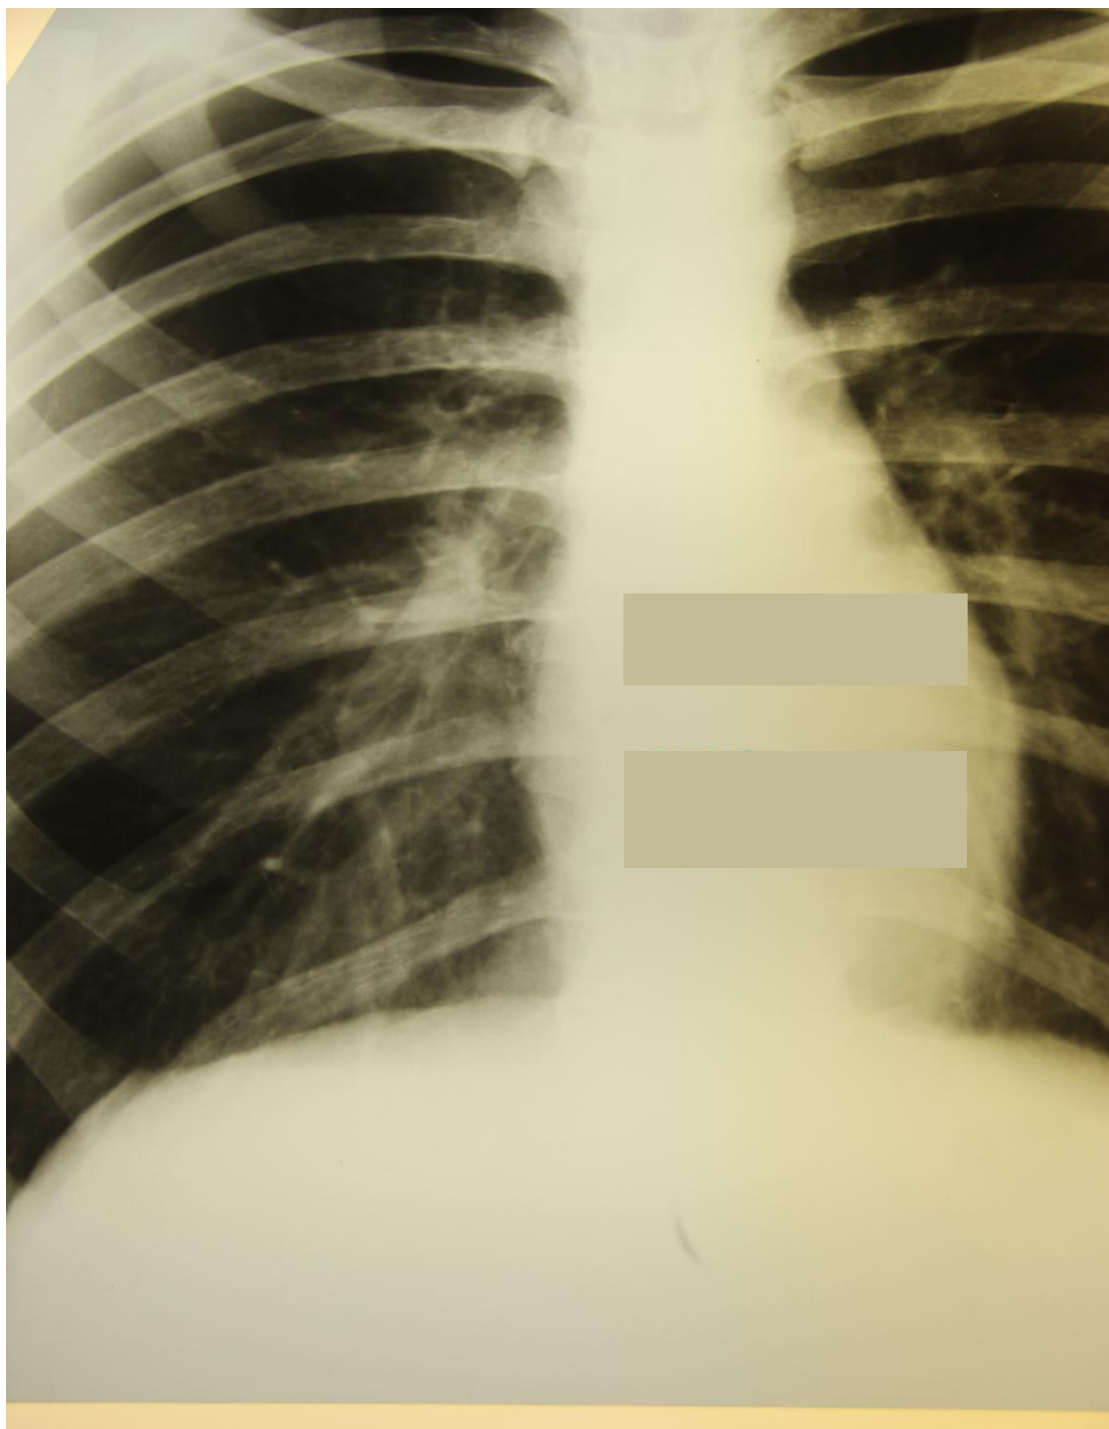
Рентгенограмма грудной клетки больного Н.
